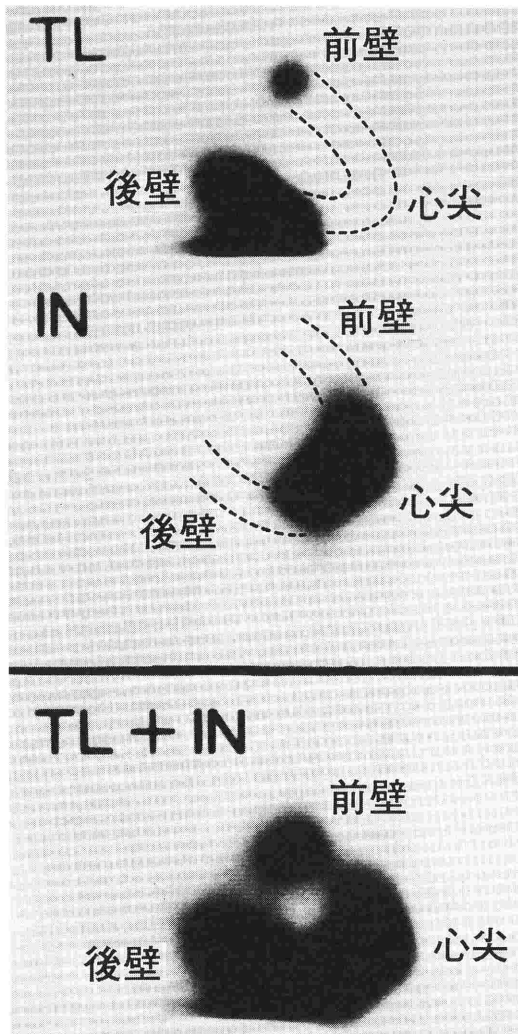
心筋梗塞のシンチグラム (SPECT 像)
